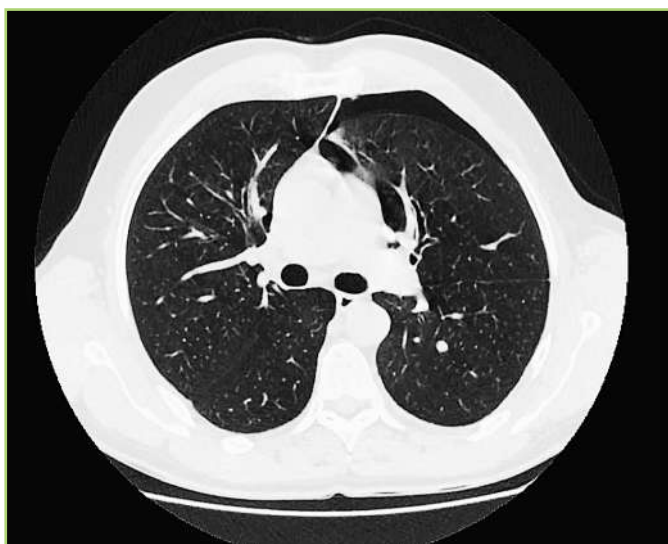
Пациент К., 57 лет. Малый пневмоторакс слева. КТ ОГК, аксиальный срез, реконструкция [предоставлено авторами] / Patient K., 57 years old. Small left pneumothorax. Chest CT scan, axial image, reconstruction [provided by the authors]
